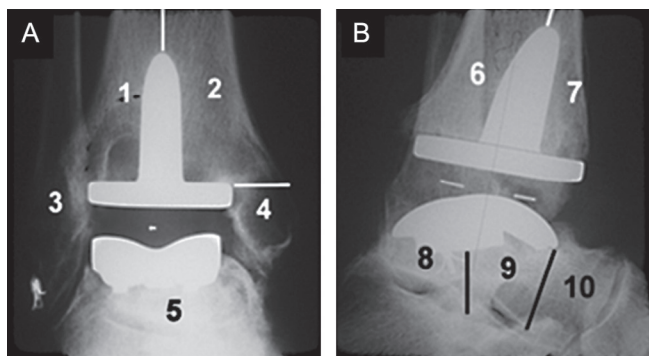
Protocole d'évaluation de l'ostéolyse périprothétique sur radiographies standard pour les patients porteurs d'une PTC AES® selon Besse.
